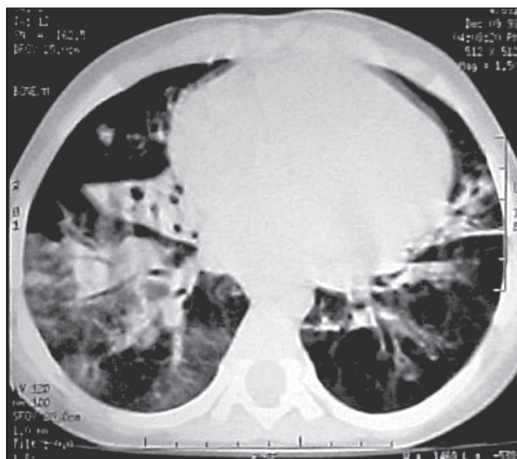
Radiografía de tórax de una paciente con bronquiolitis obliterante posinfecciosa, con atrapamiento aéreo, atelectasias y bronquiectasias.
